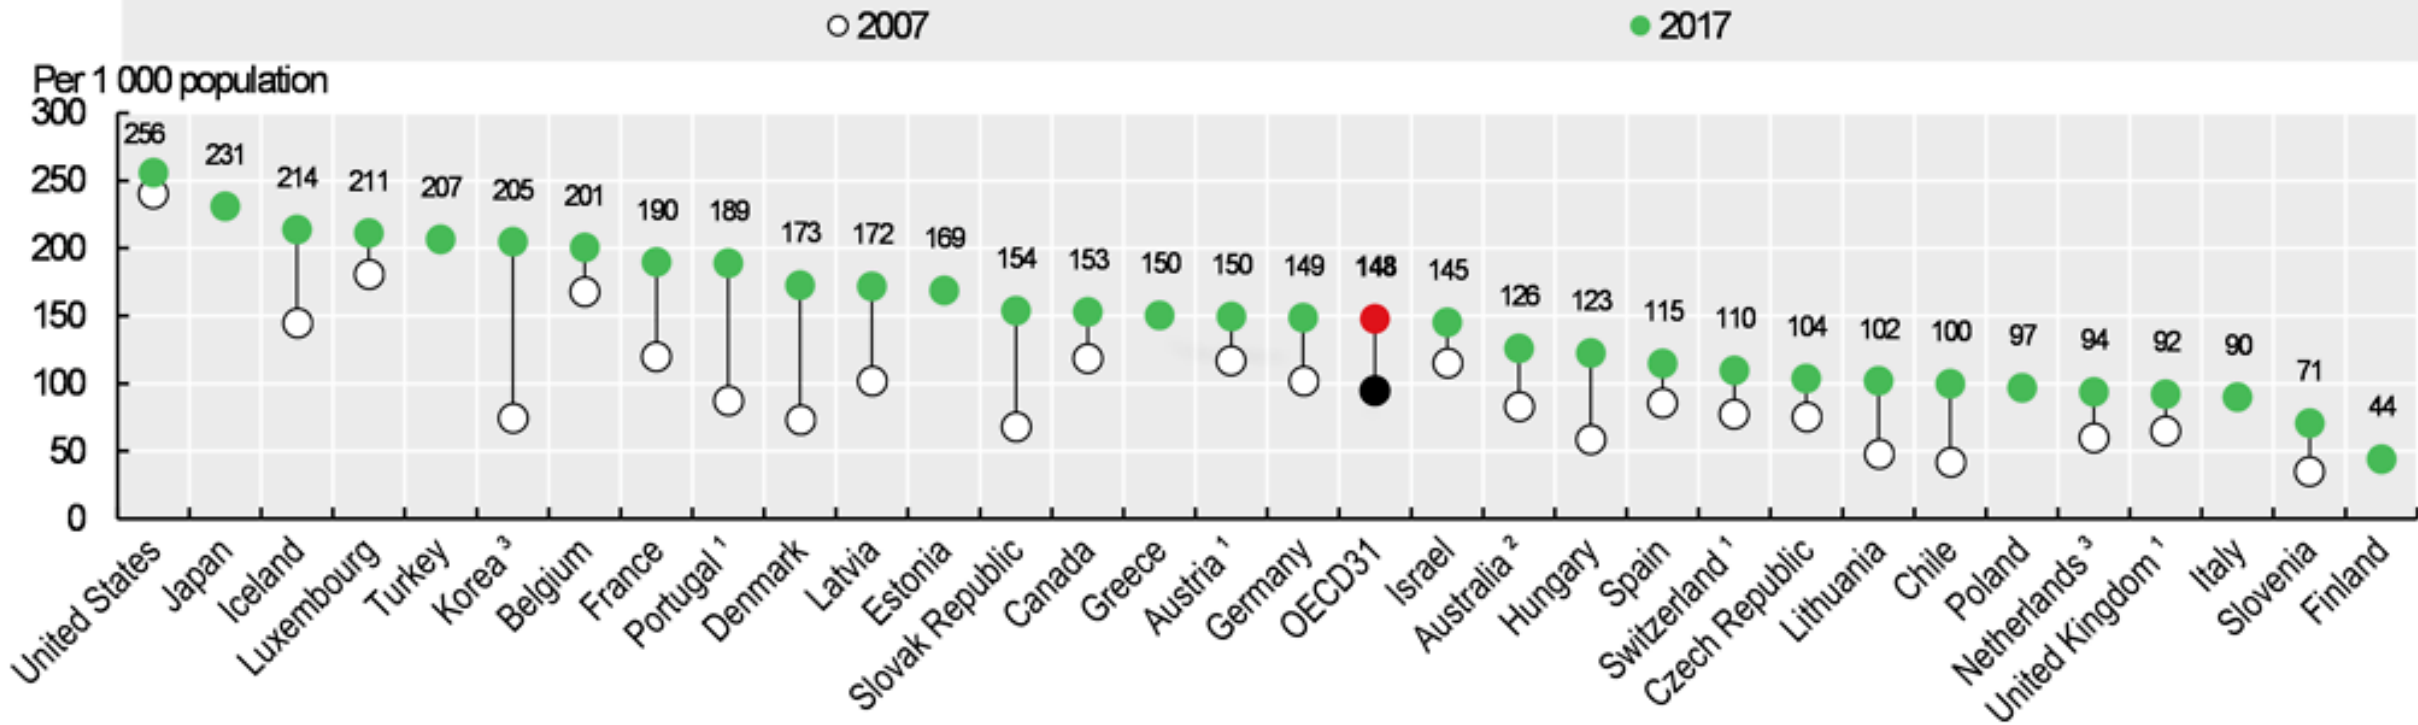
CT exams, 2007 and 2017 (or nearest year)
